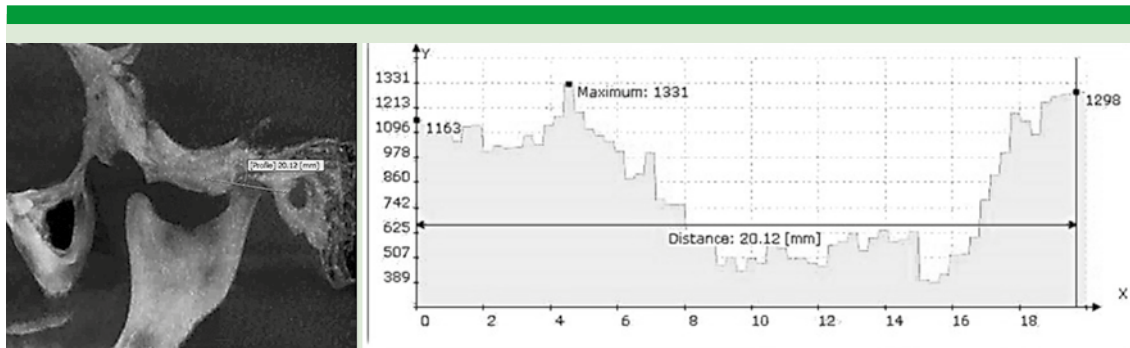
Radiografía 3D de articulación temporomandibular, se aprecia la densidad ósea en las diferentes zonas.
